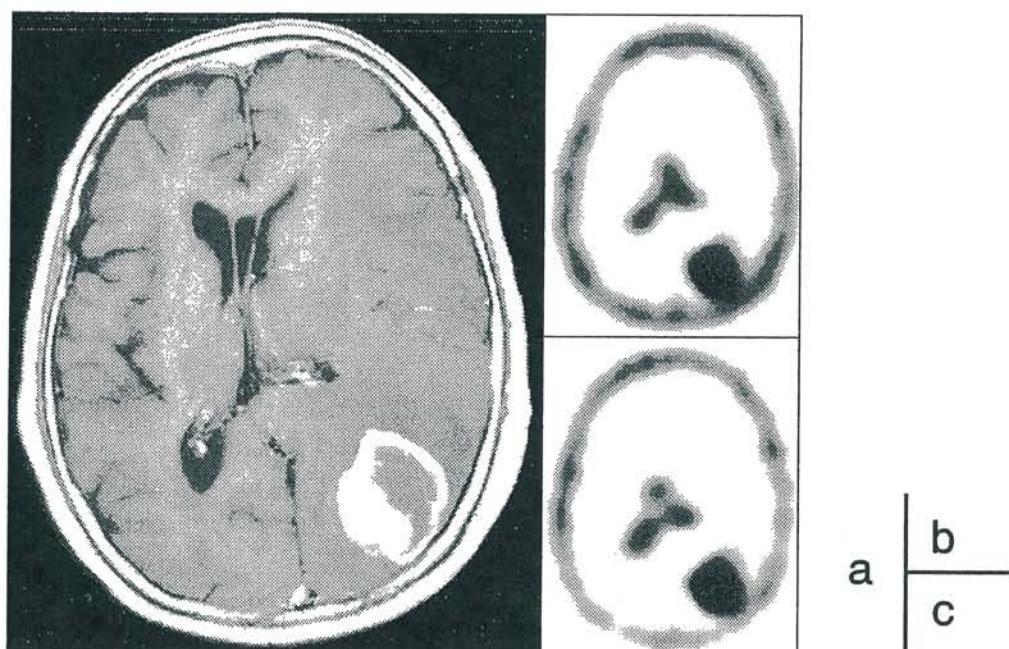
case3 enhanced MRI
